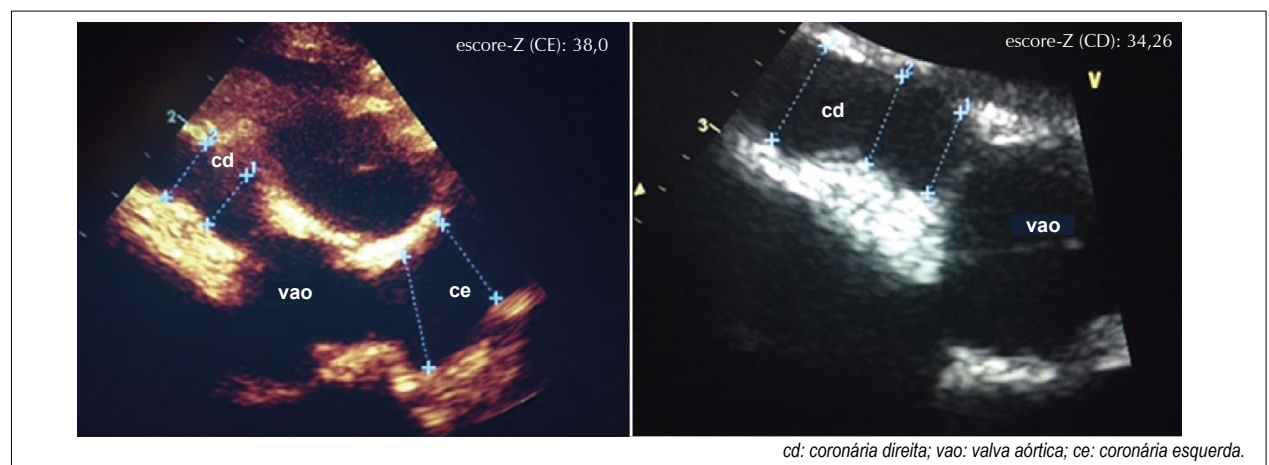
Ecocardiograma transtorácico no plano transversal eixo curto demonstrando as medidas dos aneurismas gigantes de coronárias direita e esquerda e os respectivos escores-Z em lactente com doença de Kawasaki diagnosticada aos 6 meses.
